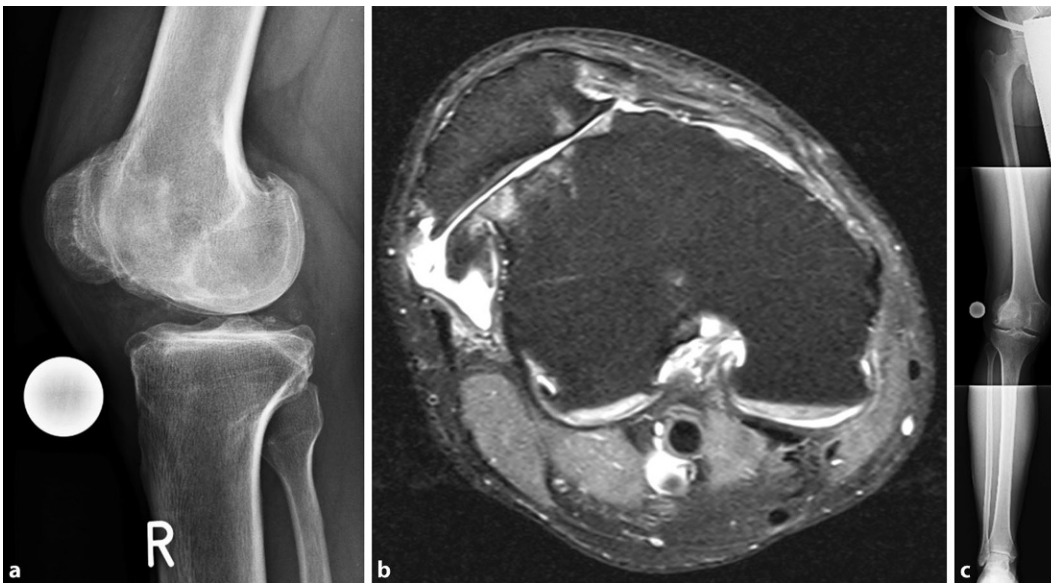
◀ Patient 2: isolierte Retropatellararthrose mit chronisch (sub)luxierter Patella bei schwerer Dysplasie und Deformation, hier müssen weitere Abklärungen der femoralen/tibialen Rotation erfolgen. Patellofemorale Arthrose bei Patella-Malalignment, femoropatellärer Dysplasie, Femur valgum und Tibia vara. a Knie rechts seitlich. b Knie rechts Magnetresonanztomographie (MRT). c Knie rechts Ganzbeinaufnahme
